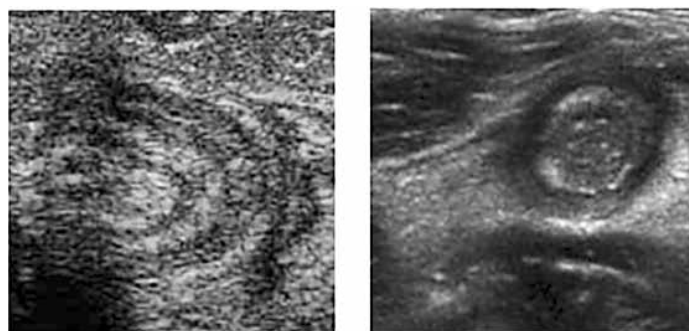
УЗИ-картина при флегмонозном аппендиците (а — продольный скан, б — поперечный скан).
